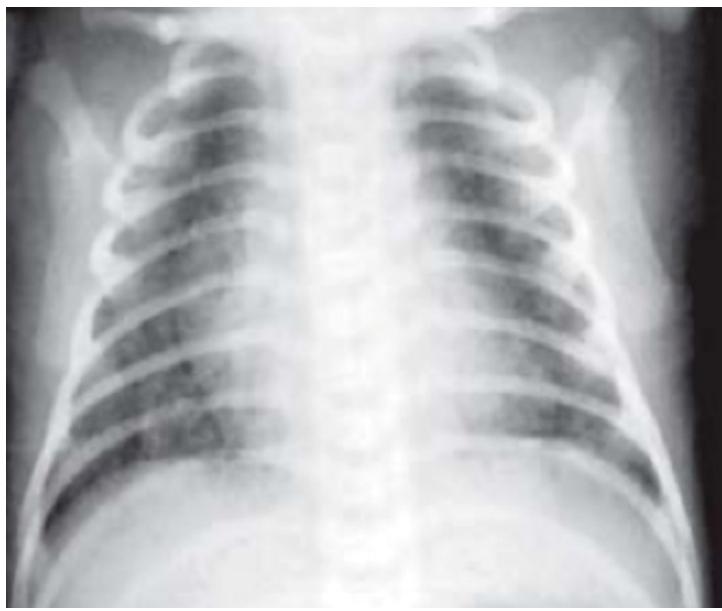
Radiografía de taquipnea transitoria
